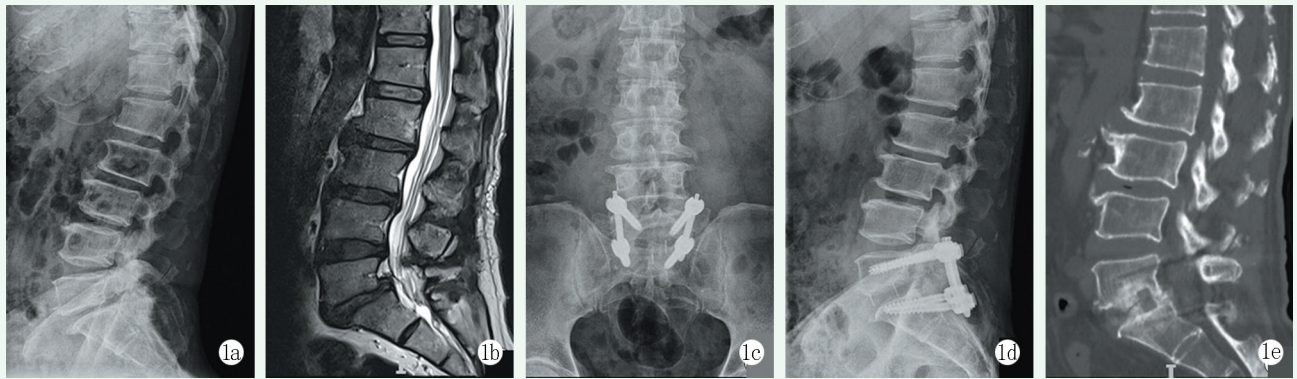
患者，男，66 岁，腰痛伴左下肢麻痛。1a: 术前 X 线片示 L₅ 椎体 I 度前滑脱；1b: 术前 MRI 示 L₅ 椎体 I 度前滑脱，L₅S₁ 层面椎管狭窄；1c, 1d: E-PLIF 术后 X 线片示脊柱力线及序列恢复良好，内固定位置可；1e: 术后 1 年 CT 示 L₅S₁ 坚强融合。
